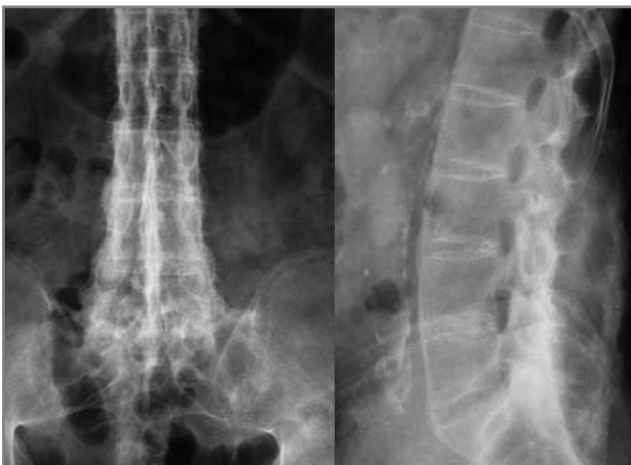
Radiografía de la columna lumbosacraen paciente con psoriasis, con importante osificación
